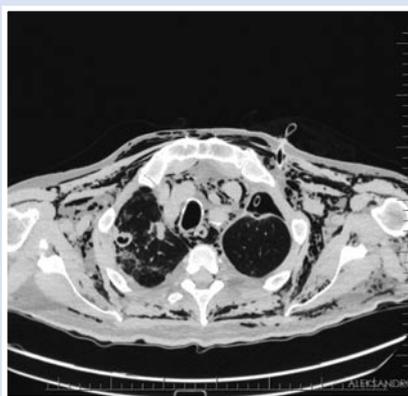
Больной К. КТ ОГК при поступлении.
